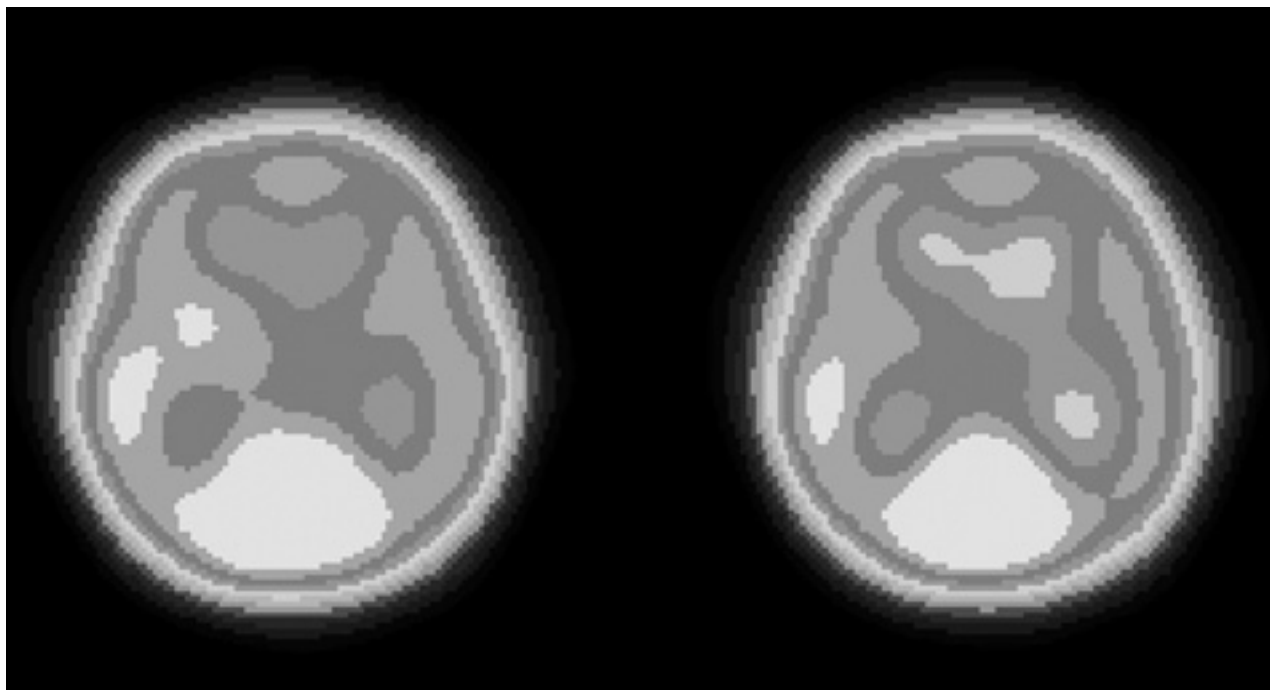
Томограммы пациента М. с хронической гипертонической энцефалопатией. Асимметрия радиоактивности в полушариях головного мозга, обусловленная снижением перфузии в бассейне левой внутренней сонной артерии до лечения.
